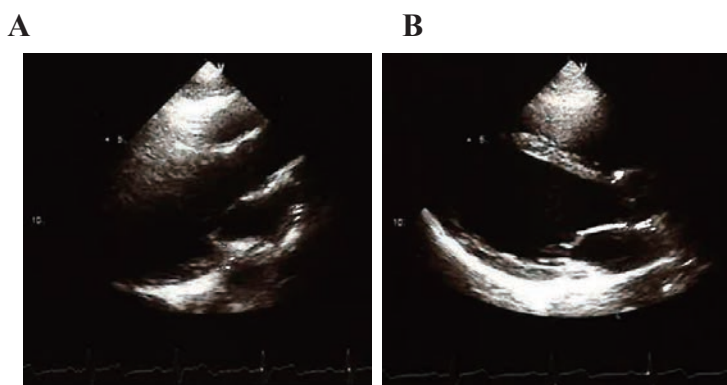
Ultrasonic images of a single participant recorded by a single examiner. The image recorded from the second intercostal position (A) showed remarkable attenuation of the ultrasound beam compared with the image recorded from the third intercostal space (B), the most favourable place in this participant.
